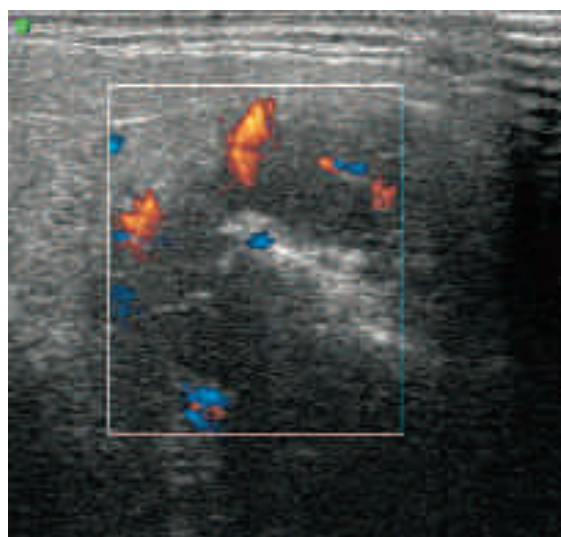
Carcinoma adenoido-cistico. Nel parenchima parotideo si apprezza una lesione nodulare solida ed ecostruttura marcatamente disomogenea e limiti mal definiti. L'esame power-Doppler mostra una vascolarizzazione nodulare a "più poli".
